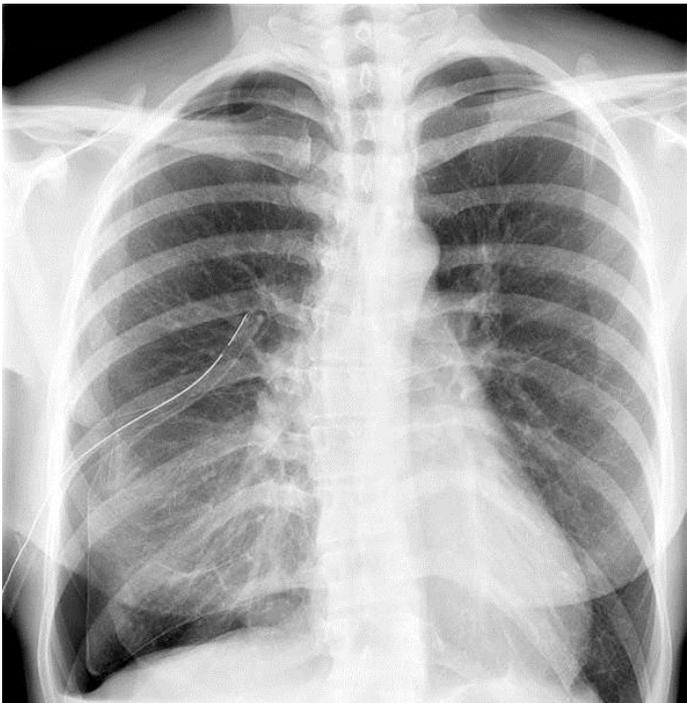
Röntgen Thorax ap mit Drainage
